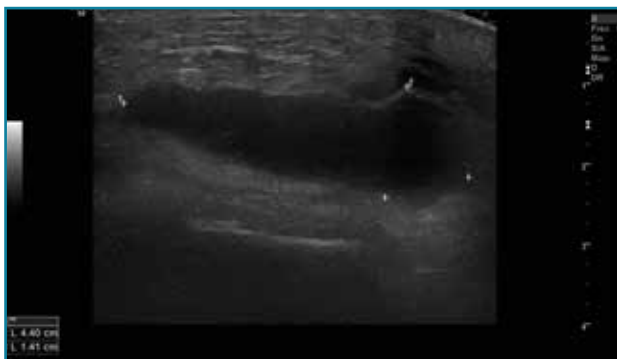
Corte transversal de una ecografía de pierna: colección hipoeica intramuscular por hematoma que traduce rotura.
